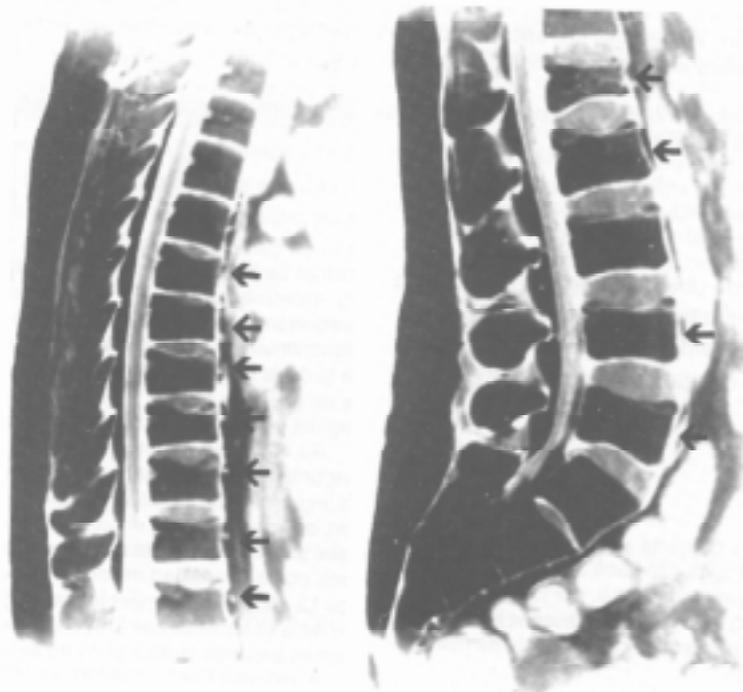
Resonancia nuclear magnética del raquis dorsal y lumbar en una paciente con enfermedad de Still, tratada con corticoides y ciclosporinas en altas dosis (T1). Obsérvese las fracturas vertebrales señaladas por las flechas. (D6 a D12; L1-L2-L4-L5).
